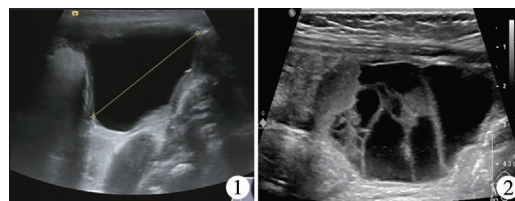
单纯性卵巢囊肿 B 超声像图 注 B 超提示透声均匀,囊内无分隔,无高密度回声 图 2 复杂性卵巢囊肿 B 超声像图 注 B 超提示囊内可见分隔,透声不均匀
